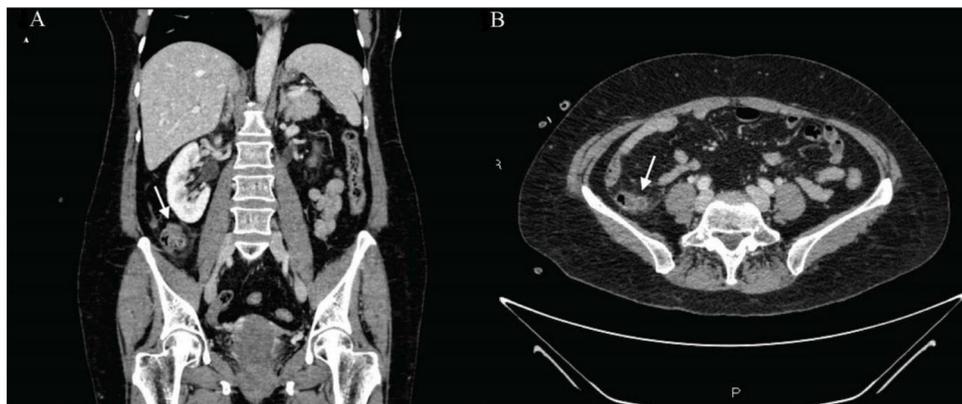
Cortes coronal (A) y axial (B) de TC abdominal con contraste intravenoso en el que se visualiza formación diverticular de aproximadamente 11 mm en íleon terminal con cambios inflamatorios de la grasa adyacente y láminas de líquido libre adyacente sugestivo de diverticulitis.
